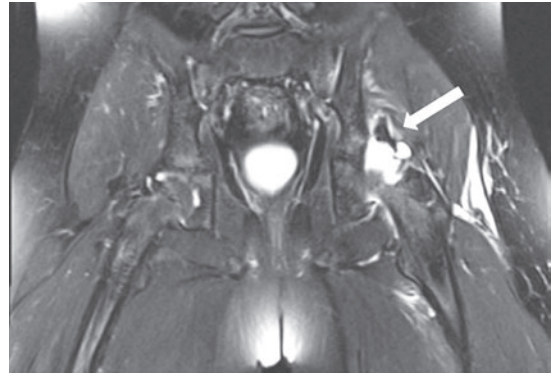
当院での造影 MRI 検査における軟骨片、関節唇 (矢印)
